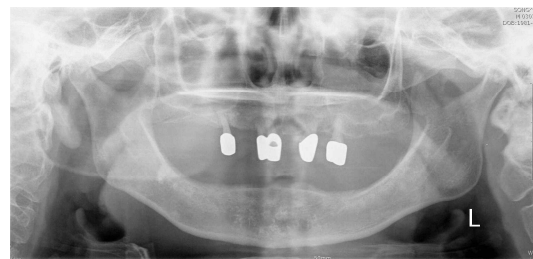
발치전 방사선 사진. #11, 12, 14치아의 치주 인대강이 넓고, 상하악골이 전반적으로 흡수된 양상을 보이고 있음.
